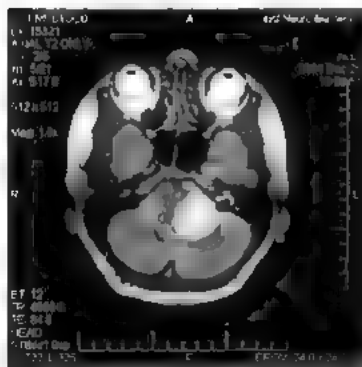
Невринома VIII нерва слева. МРТ: T2-взвешенное изображение
